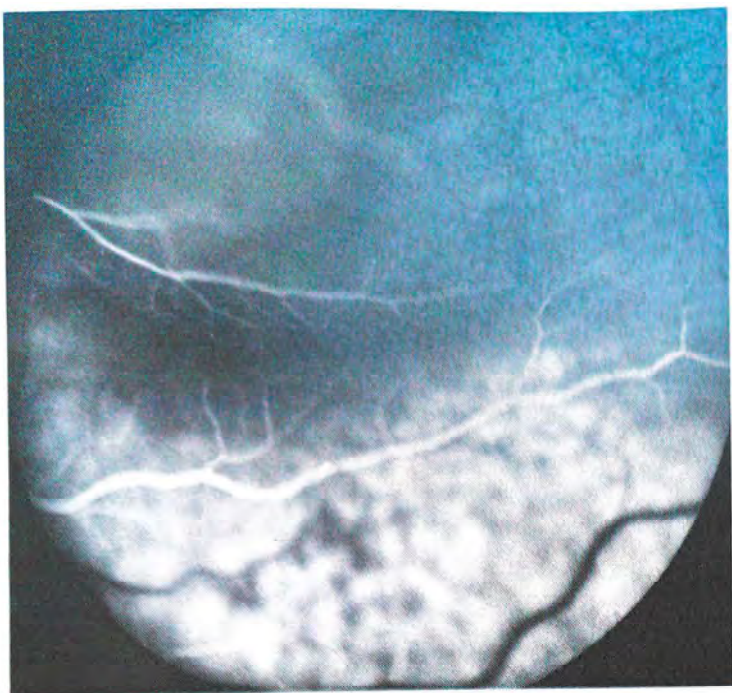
(Caso V) Esclerite posterior. Aspecto de fluorescência reticular, perivasculite, papilite e acúmulo de corante sub-retiniano. A retina se apresenta pregueada sob a área de descolamento e a ecografia mostra a esclera espessada.
